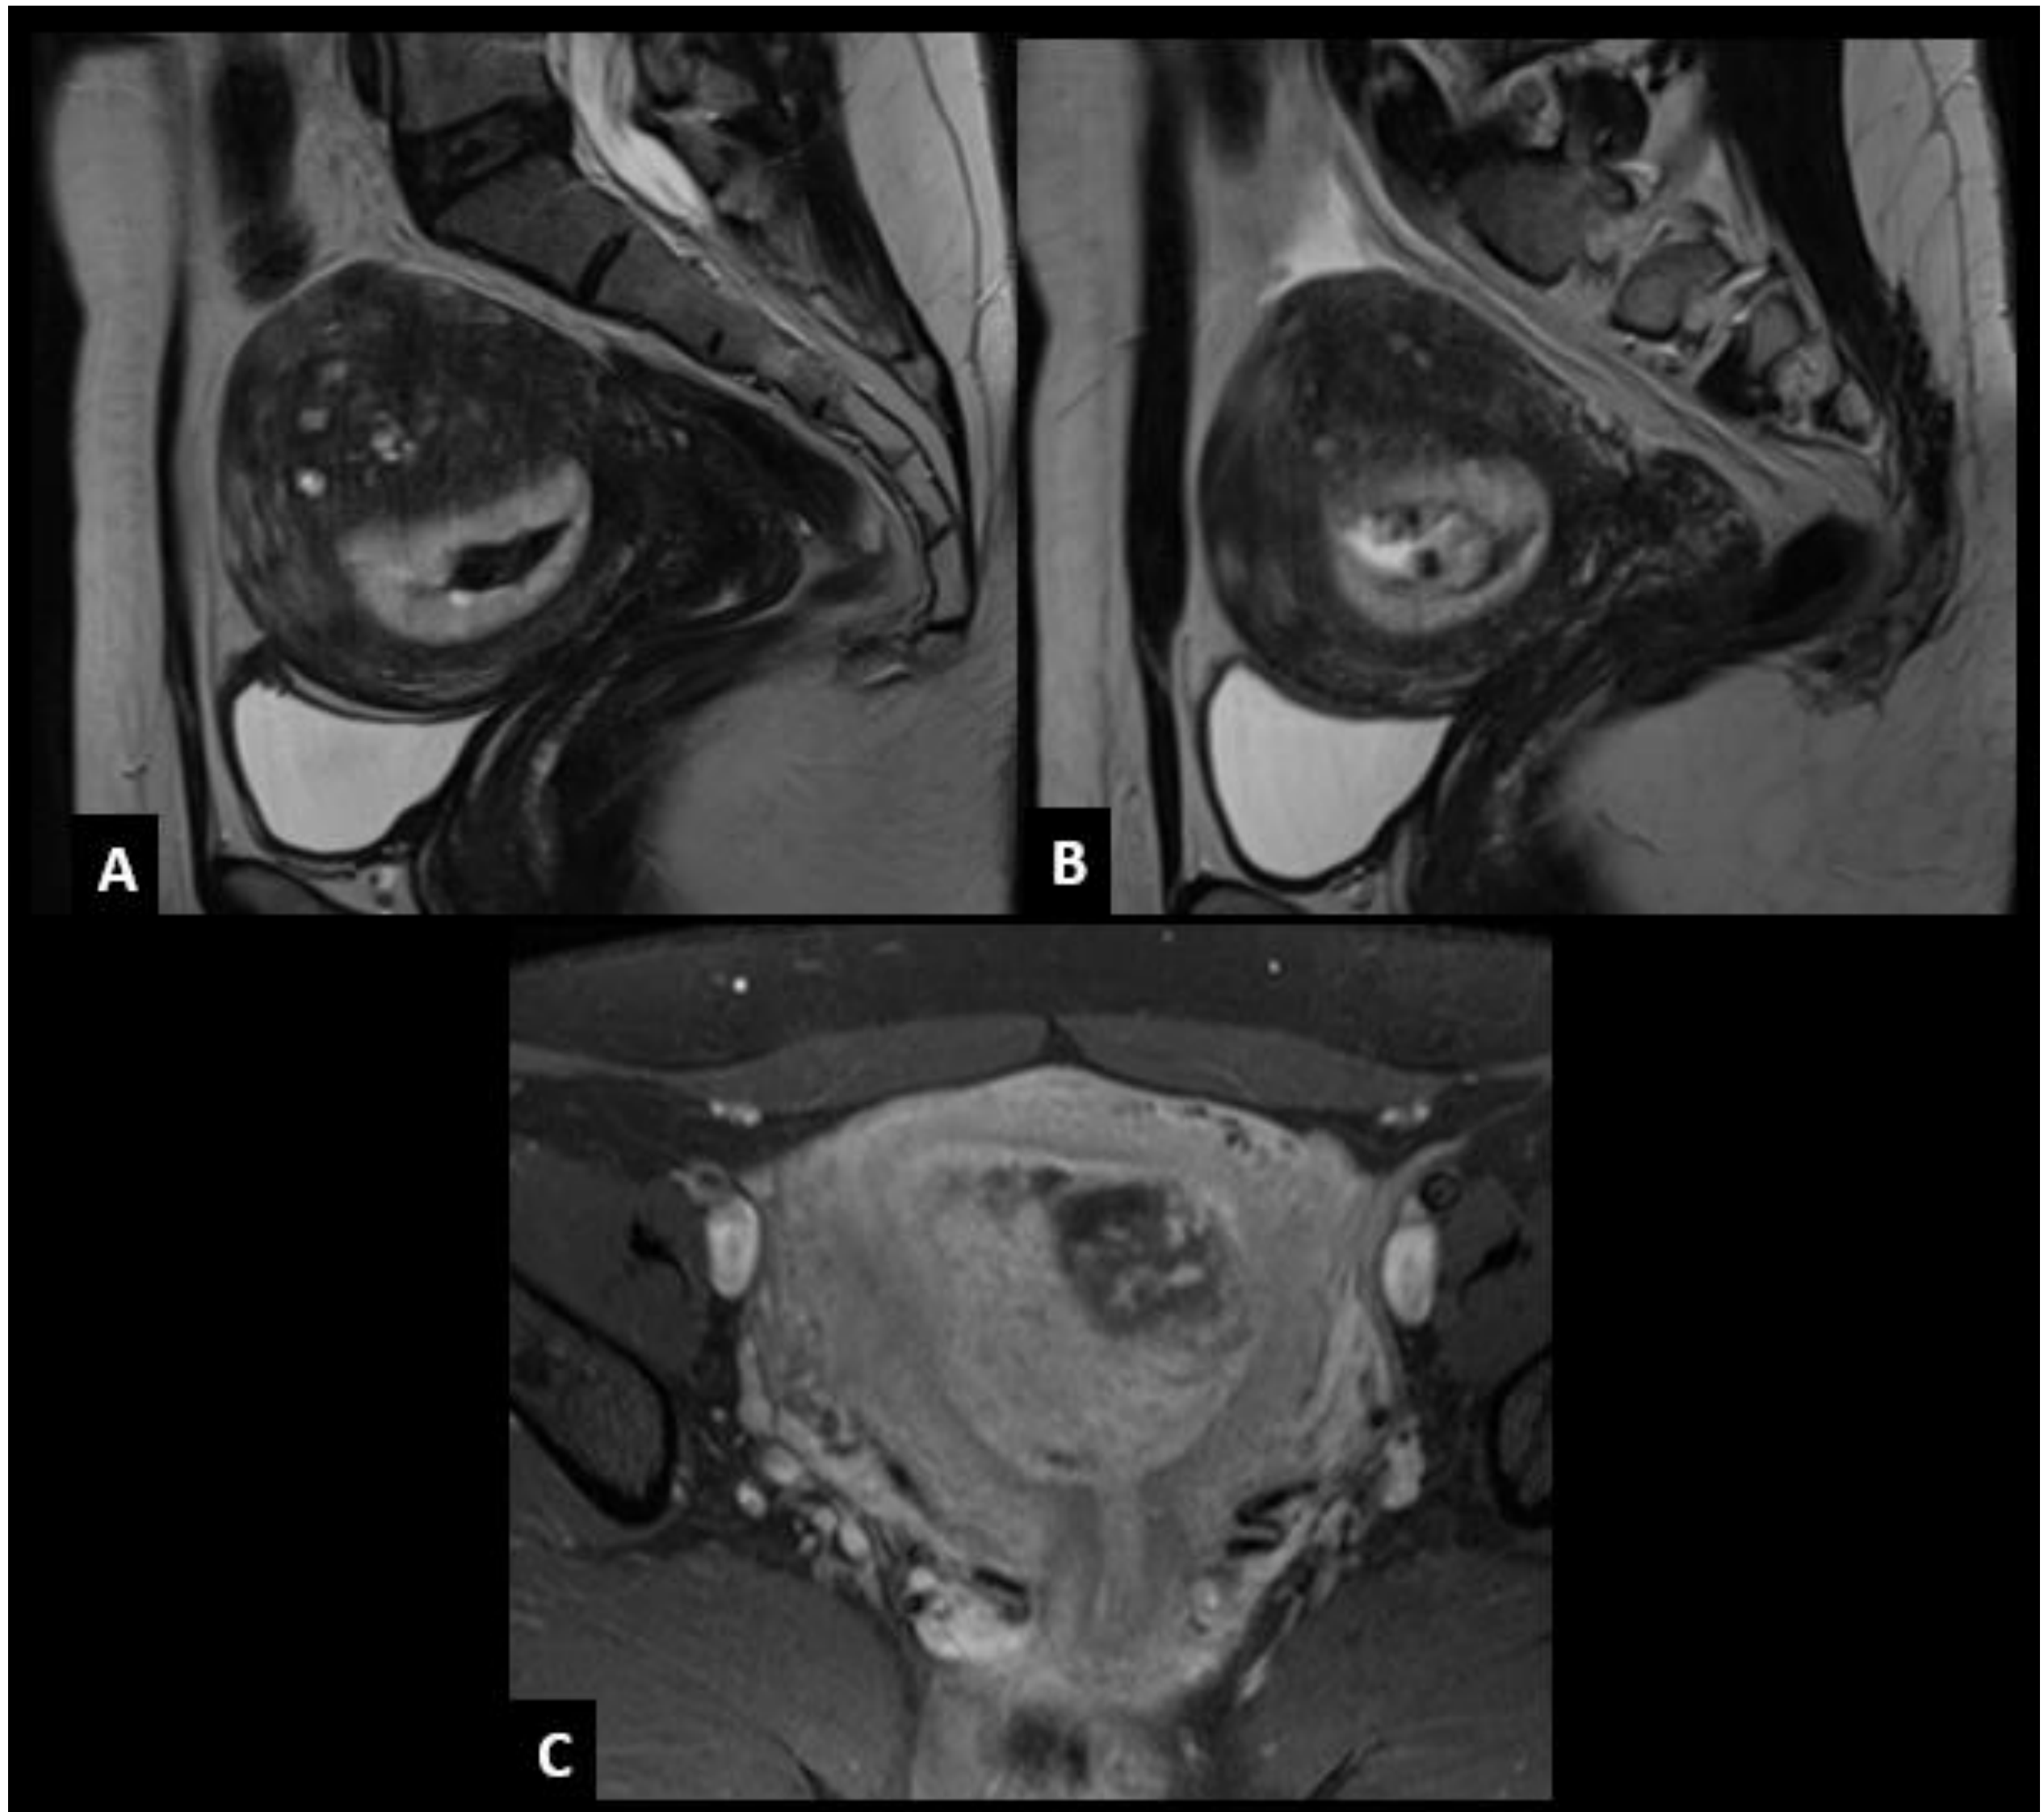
Mujer de 35 años. Acude por sangrado y en ecografía se visualiza pequeño saco gestacional sin modificaciones en el tamaño respecto a controles previos. β -HCG levemente aumentada.
